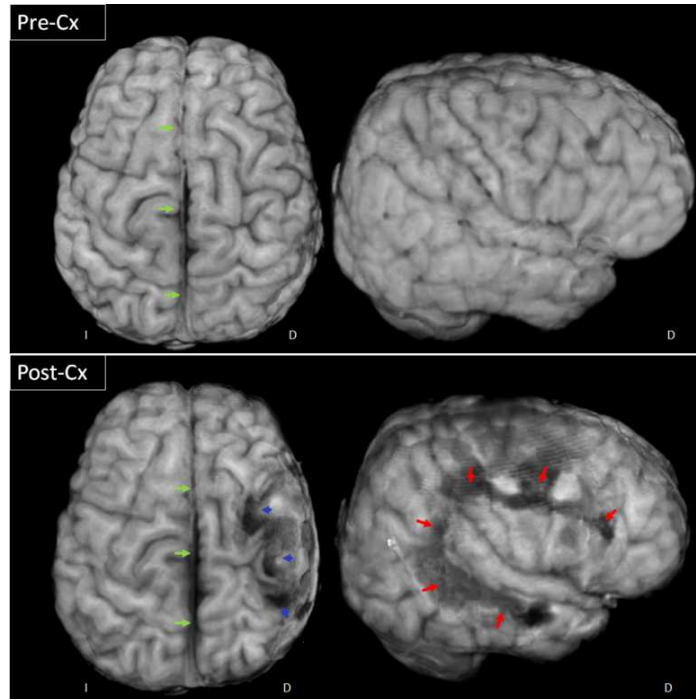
Reconstrucción volumétrica en vistas axial y sagital de una IRM potenciada en T1, adquirida Pre-Cx y Post-Cx. En el estudio Post-Cx se observa la resección parcial de parénquima para acceder a la desconexión interhemisférica (flechas rojas), como así también la resección parcial de las áreas corticales motoras y sensitivas derechas (flechas azules). También puede observarse un desplazamiento leve de la línea media hacia la derecha (flechas verdes).
